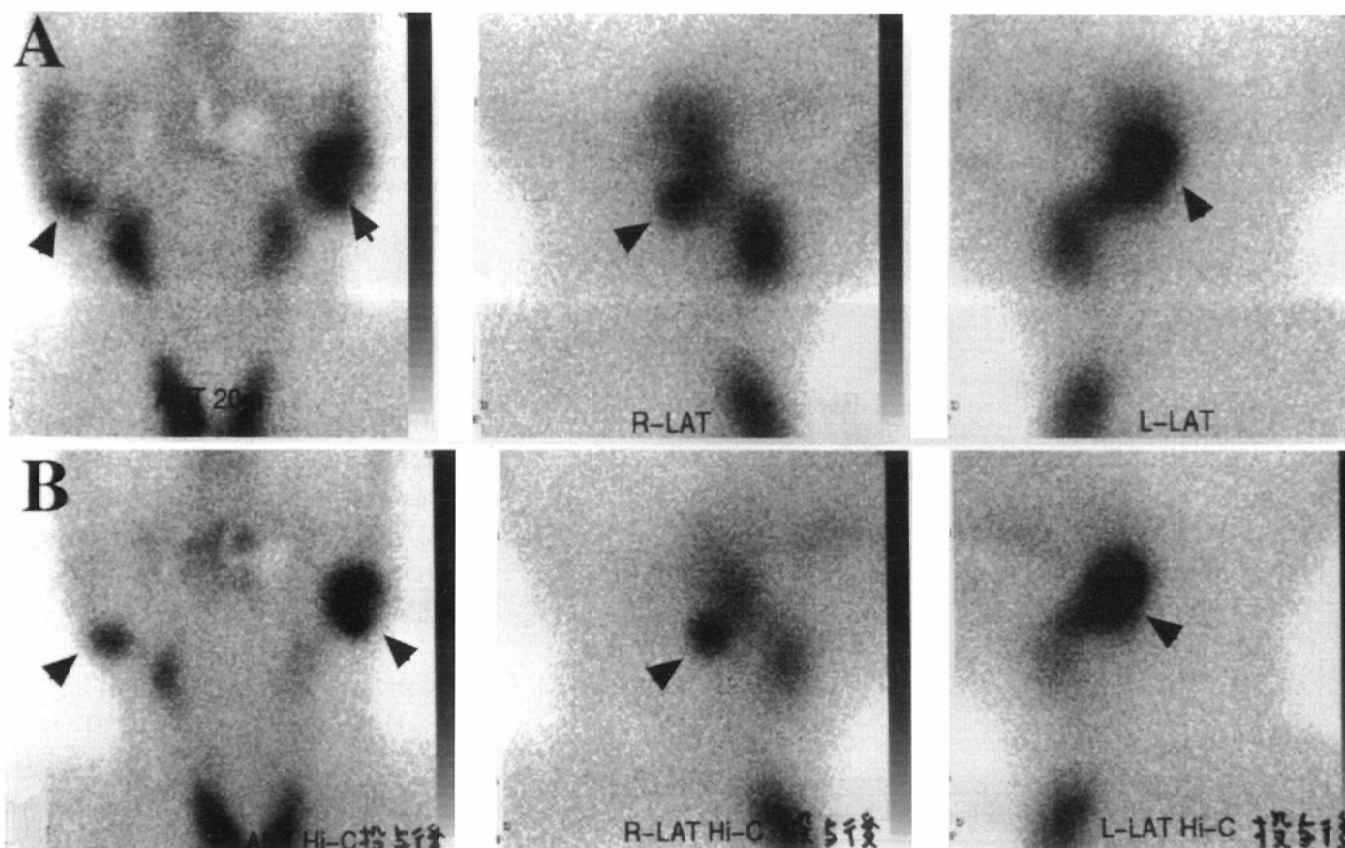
$^{99\text{m}}\text{Tc-pertechnetate}$ scintigram of Warthin's tumor.
